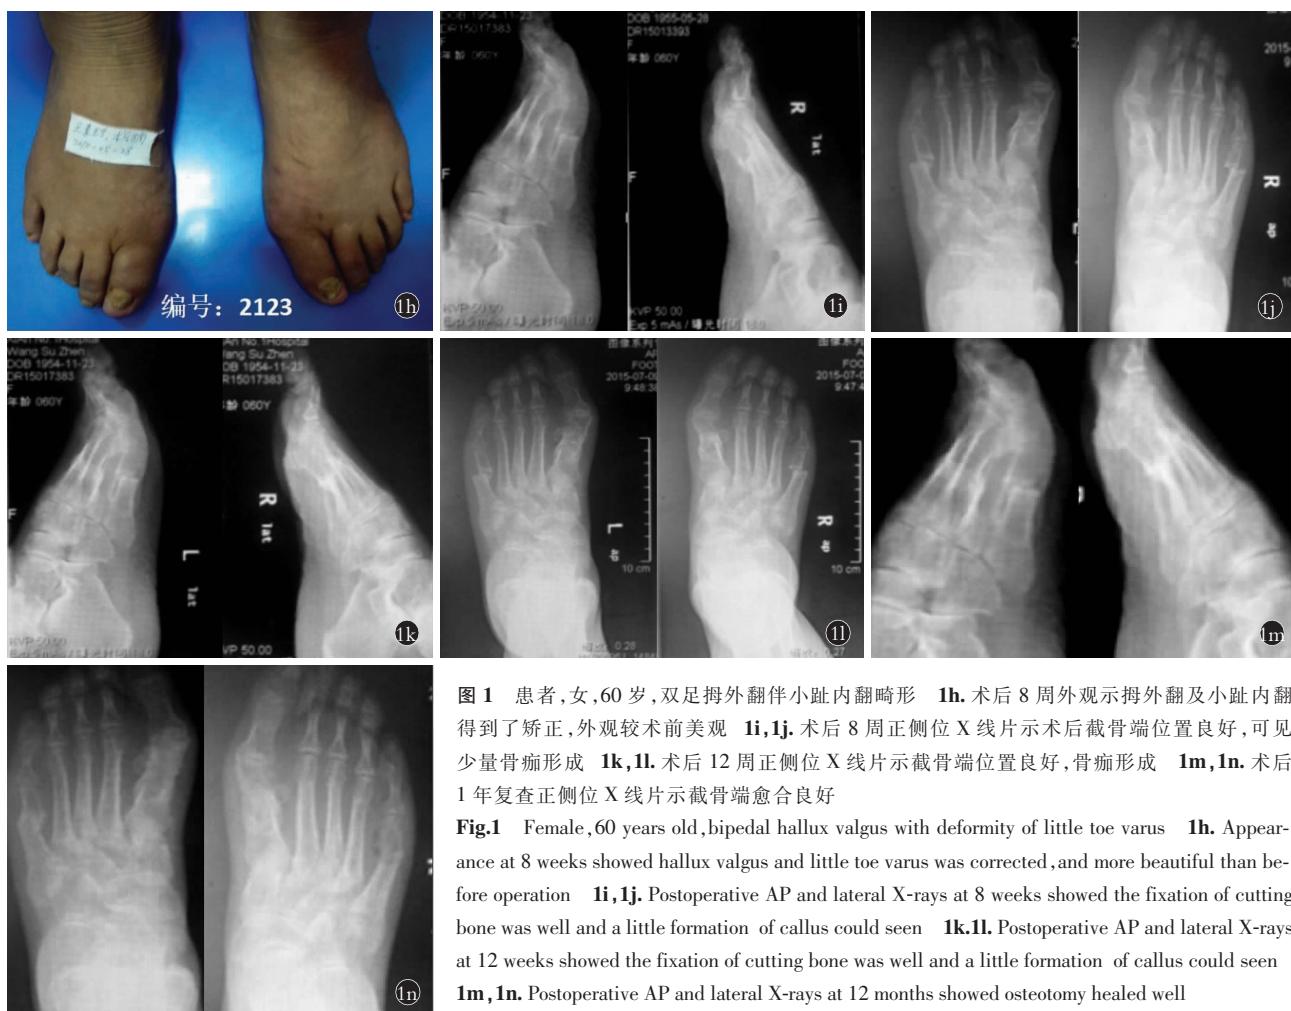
患者,女,60岁,双足拇外翻伴小趾内翻畸形 1h.术后8周外观示拇外翻及小趾内翻得到了矫正,外观较术前美观 1i,1j.术后8周正侧位X线片示术后截骨端位置良好,可见少量骨痂形成 1k,1l.术后12周正侧位X线片示截骨端位置良好,骨痂形成 1m,1n.术后1年复查正侧位X线片示截骨端愈合良好
